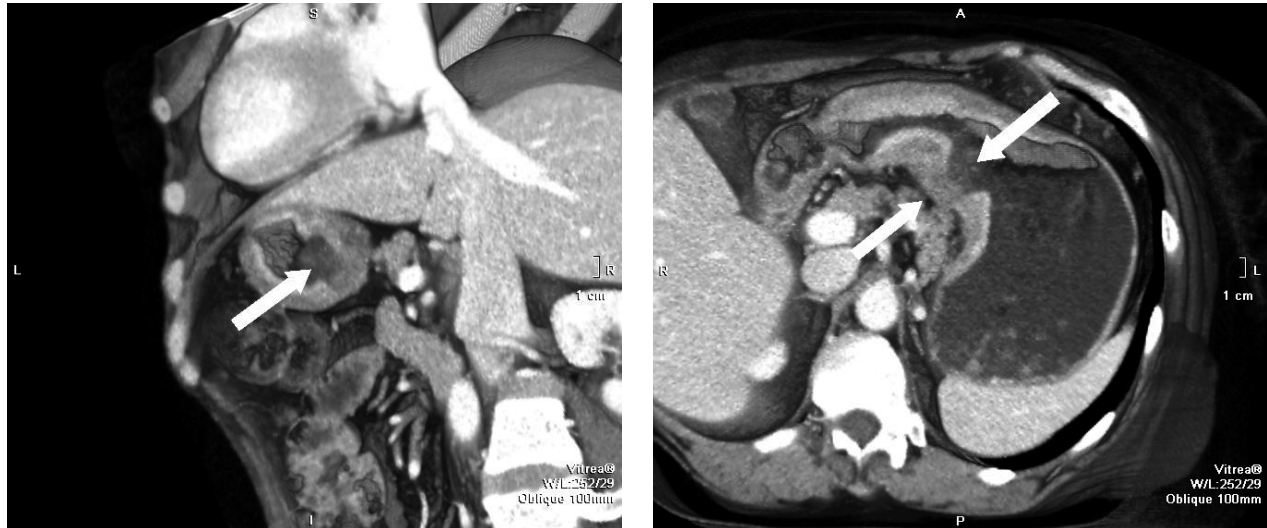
(А, В). КТ-скан. Саггитальная проекция.
